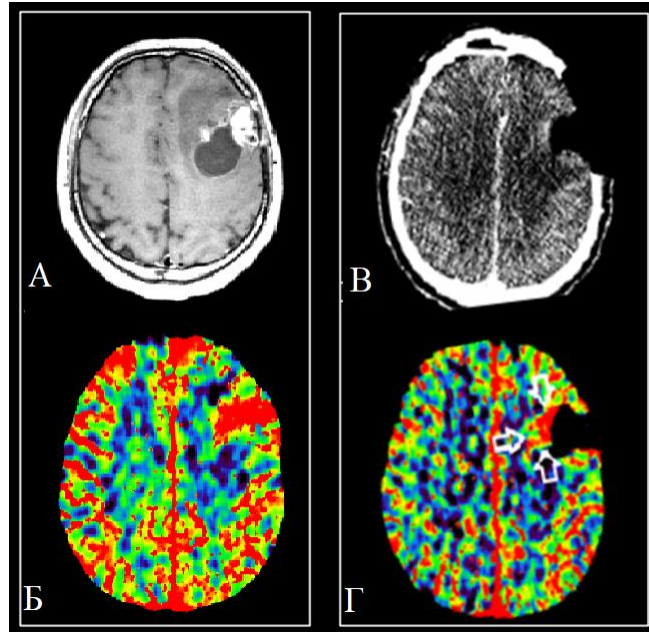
Пример iMSCT перфузии в период планирования объема резекции
